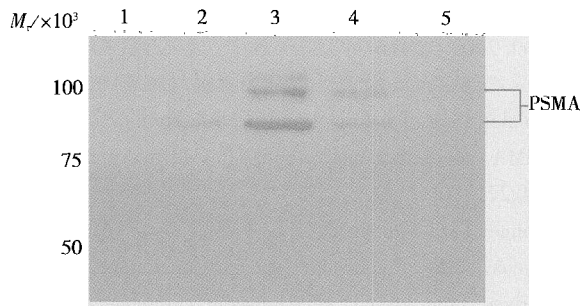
不同时间酵母中 PSMA 表达情况 (用抗 X-press 单克隆抗体)
